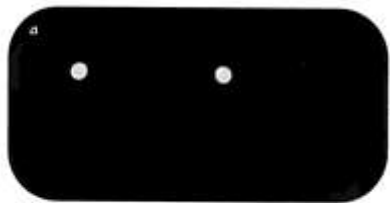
Röntgenaufnahme von Prüfkörper 32
